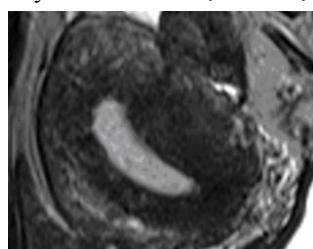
Hình ảnh MRI của adenomyosis (trái) và u xơ-cơ tử cung (phải). Trong adenomyosis, trên T2W, các ổ xuất huyết nhỏ thể hiện bằng các điểm tăng tín hiệu.
